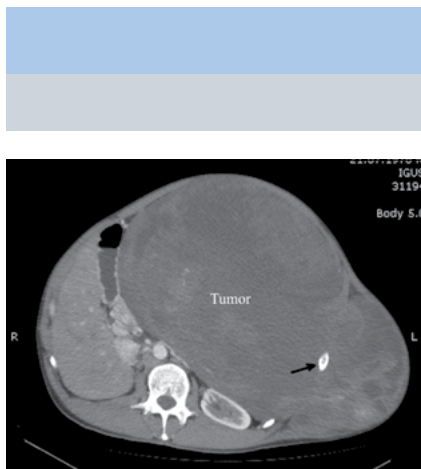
Компьютерная томограмма, аксиальный срез: в брюшной полости определяется гигантская опухоль (Tumor), смещающая и деформирующая органы брюшной полости и забрюшинного пространства; в структуре образования определяются IX, X ребра слева (стрелка)
